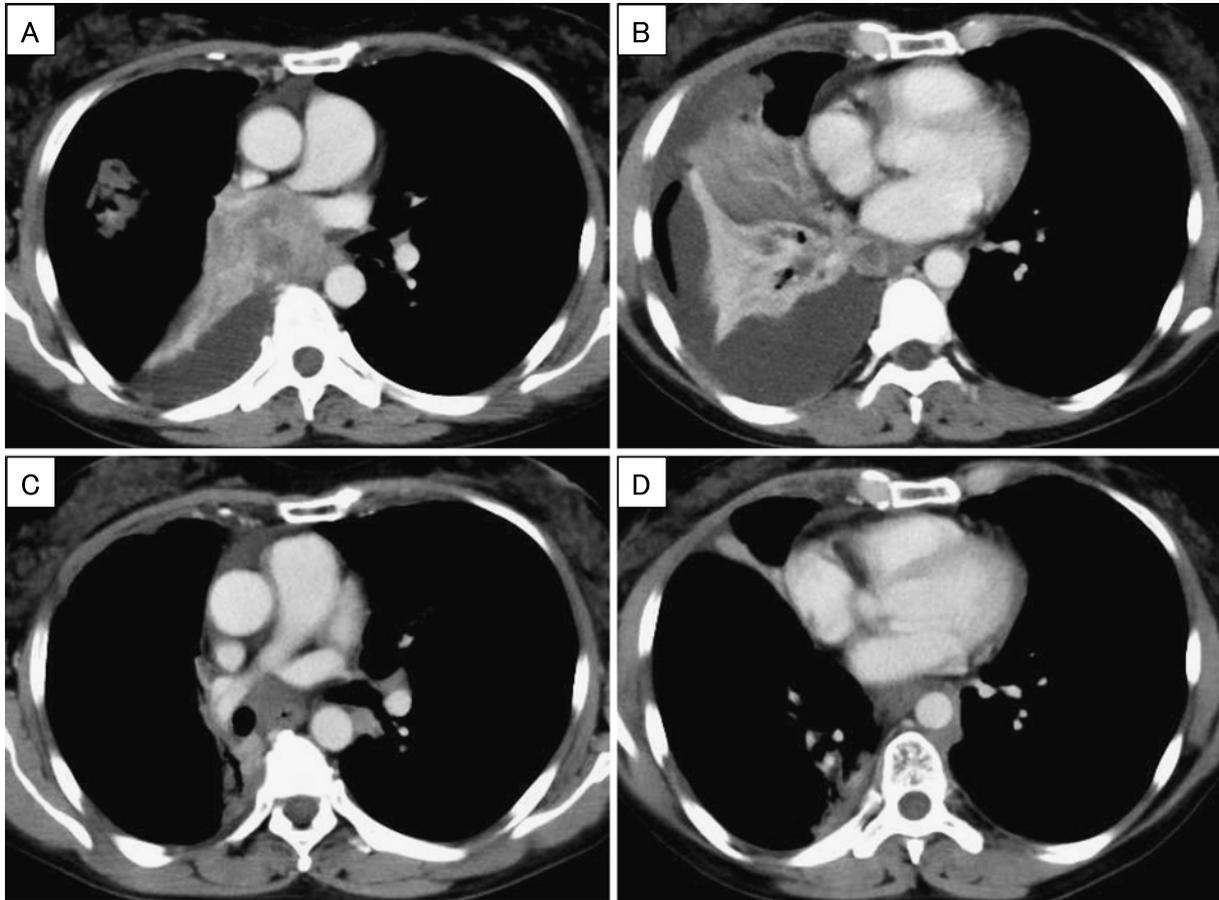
(A, B) A chest contrast-enhanced computed tomography (CT) scan obtained on the first visit. A mass forming a single bloc with the mediastinal lymph nodes (#7, #8) was observed in the intermediate bronchus (A). Atelectasis of the right middle and lower lobes was detected, and pleural effusion was noted in the right thoracic cavity (B). (C, D) A chest contrast-enhanced CT scan obtained before the start of treatment with crizotinib. The mass forming a single bloc with the mediastinal lymph nodes (#7, #8) showed a reduction in size (C). However, the atelectasis of the right middle lobe persisted (D).
